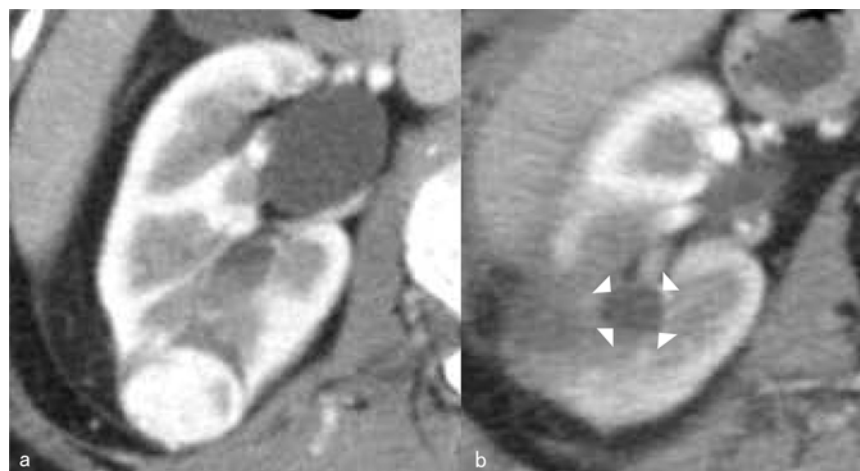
腎杯拡張を生じた症例の術前造影 CT (a) および術後造影 CT (b)。
